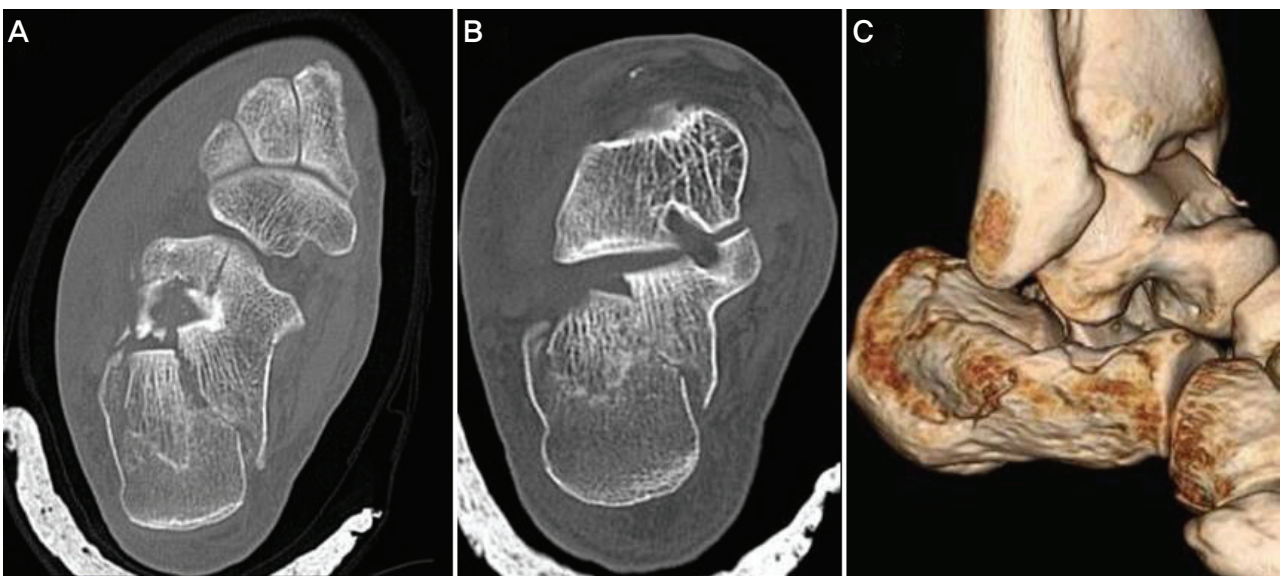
Pre-operative CT scanning of the calcaneus. (A) Axial view. (B) Semicoronal view. (C) 3-dimensional reconstruction view.
